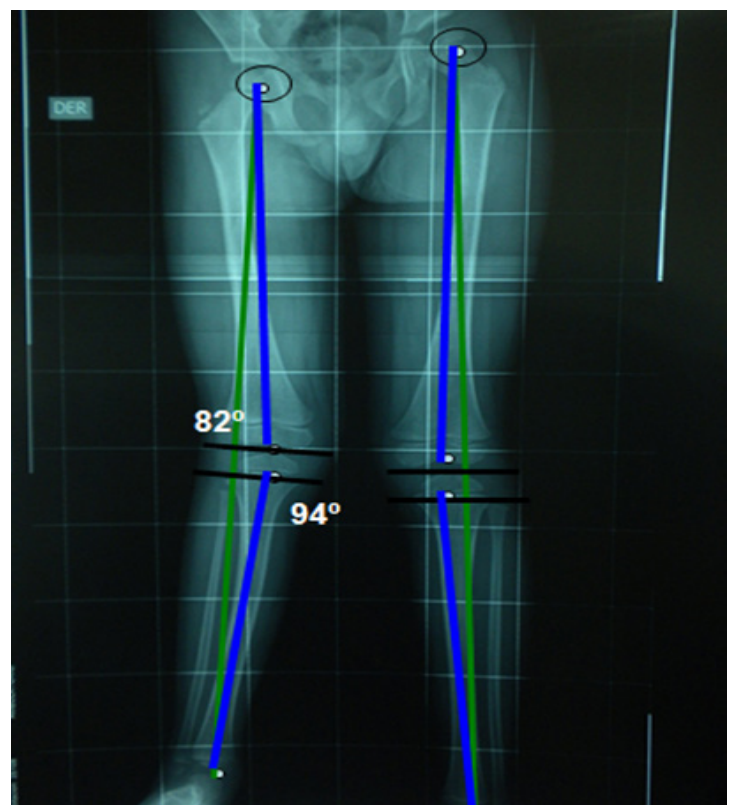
Radiografía AP de fémur, rodilla y tibia/fíbula bilateral.
